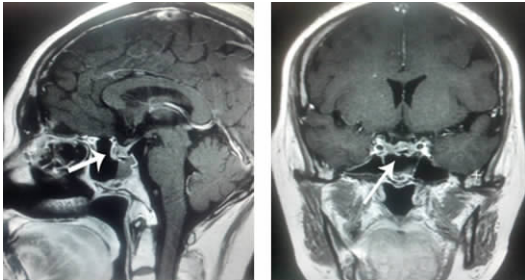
垂体脓肿术后 1 个月动态增强 MRI 影像
